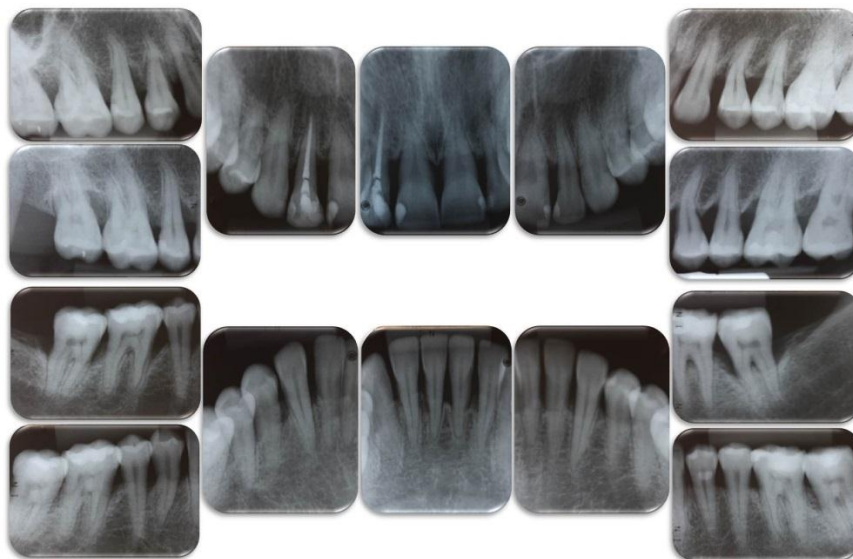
Radiografias Periapicais; Destacando as perdas ósseas severas em molares e incisivos.
